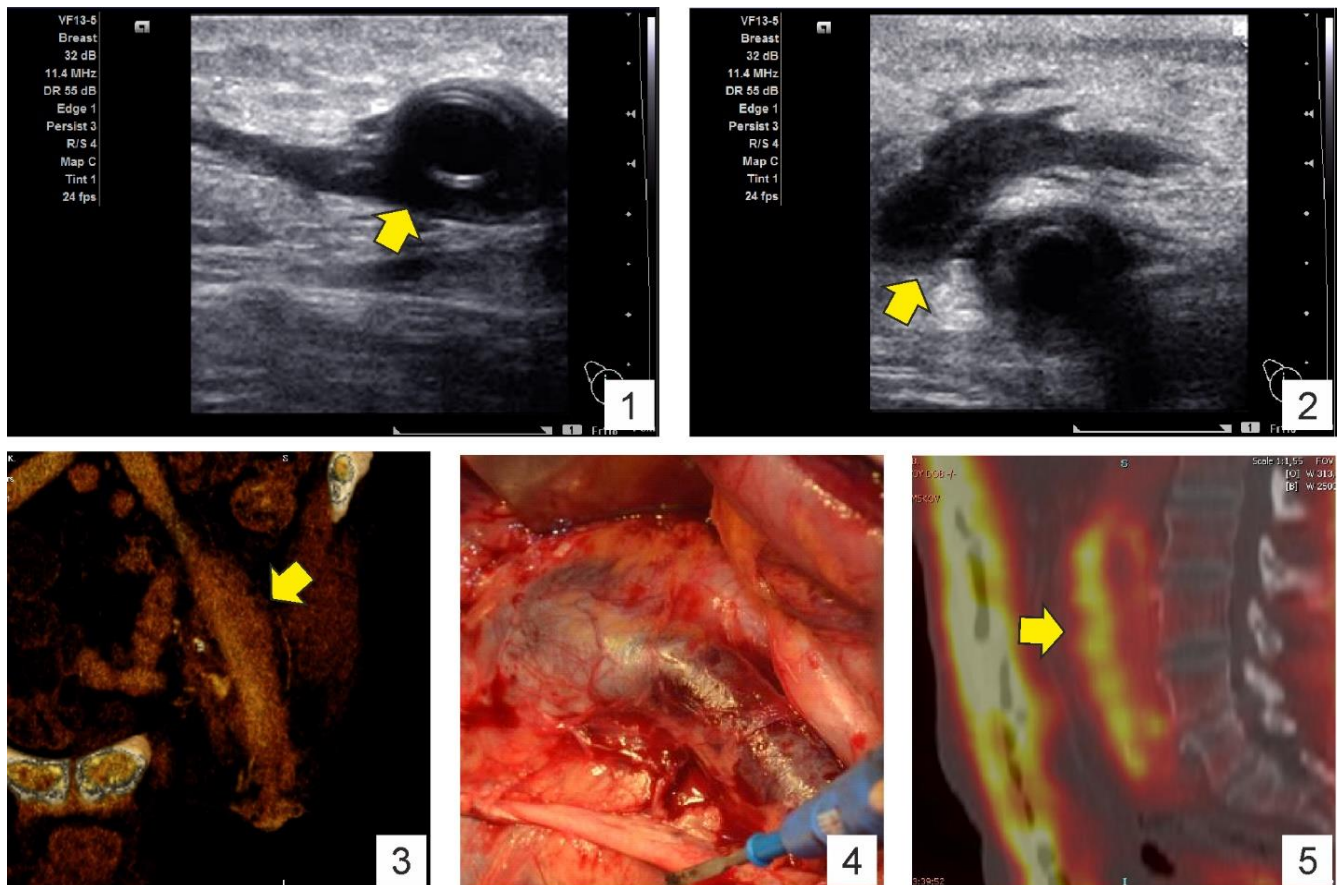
Инфекция сосудистого протеза. Пациент Г., 69 лет. Развитие инфекции через 8 месяцев после АББП. 1, 2 – эхограммы в поперечном сечении в подвздошной ямке: парапротезная жидкость с затеками в окружающие ткани (стрелки); 3 – МСКТ: стрелкой указан слой жидкости по ходу бранши протеза; 4 – интраоперационное изображение инфицированной бранши в инфильтрате; 5 – ПЭТ-КТ: интенсивное накопление радиофармпрепарата в стенке протеза и окружающих тканях
